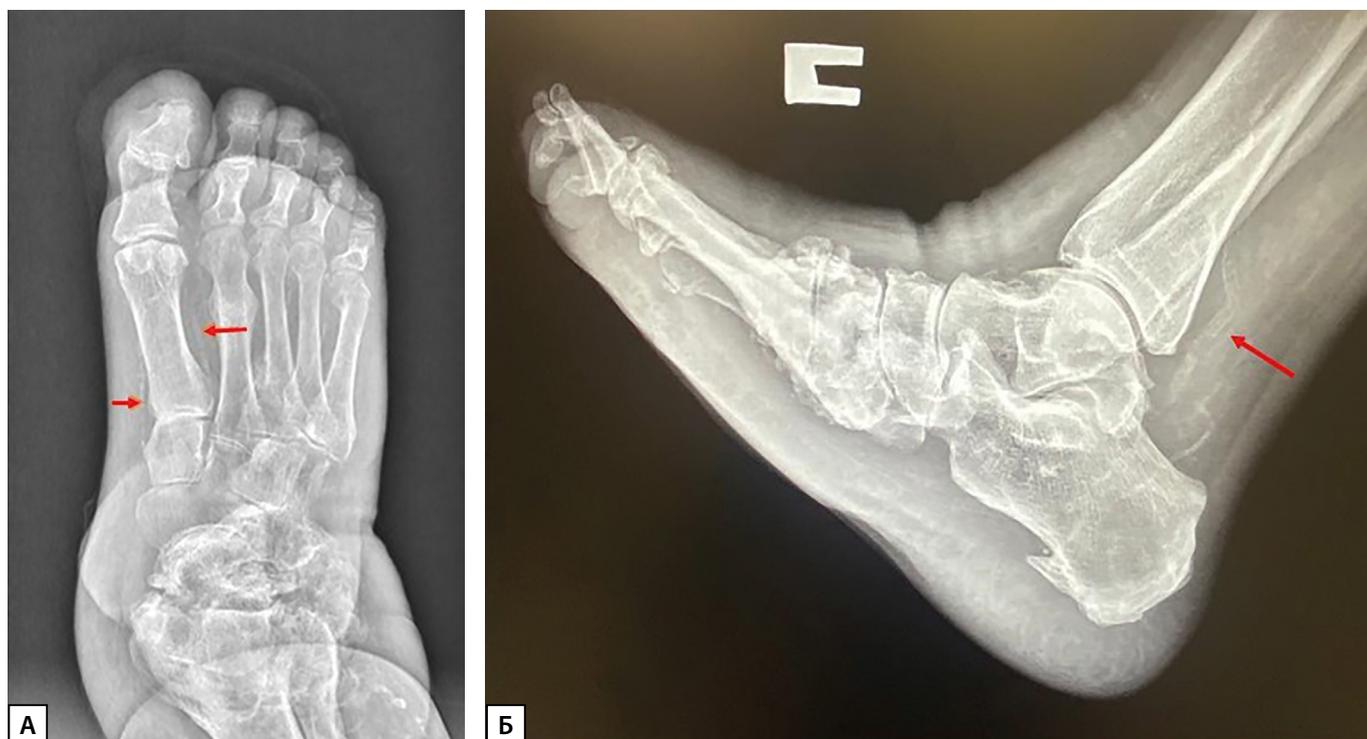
А. Рентгенограмма левой стопы пациента с ДНОАП в прямой проекции. (стрелками обозначен медиакальциноз артерий стопы).
